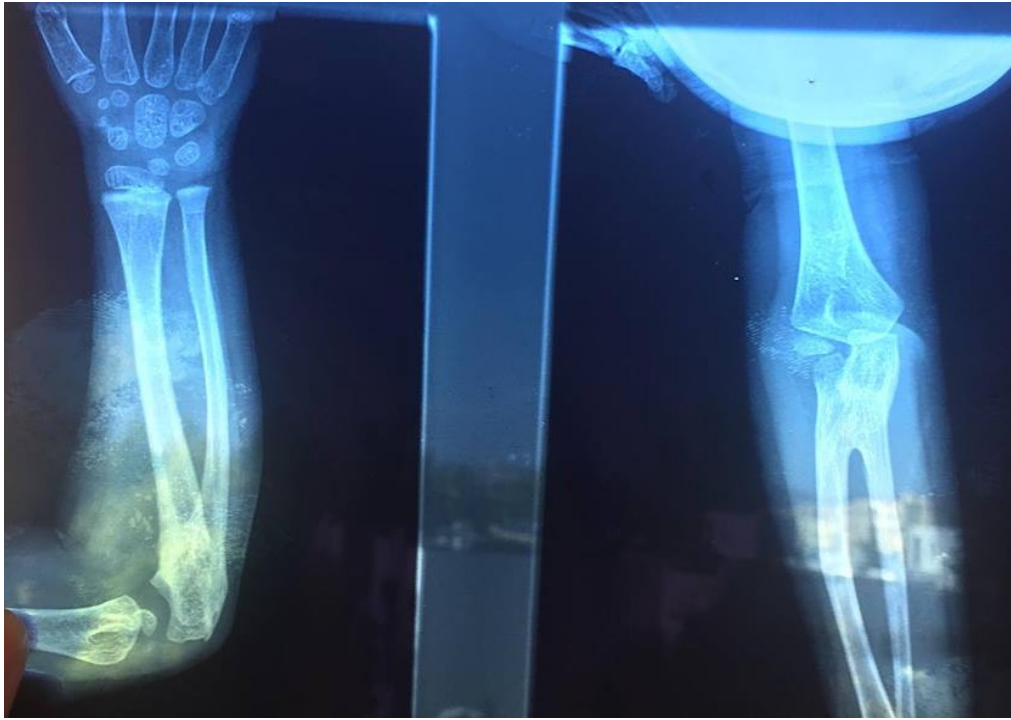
Radiographie de l'avant-bras droit 3 mois en post-opératoire
